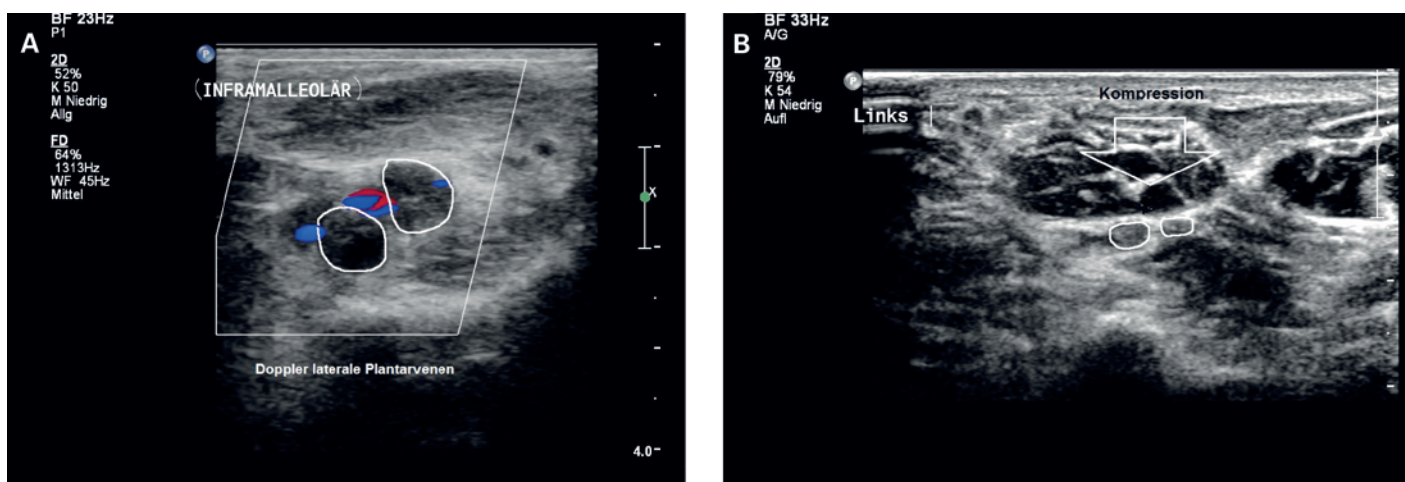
A) Echographie Doppler de la plante du pied en travers de la voûte plantaire. Les veines plantaires latérales thrombosées (entourées) sont œdémateuses et sans signal de flux. B) Echographie de compression de la plante du pied en travers de la voûte plantaire. Les veines thrombosées (entourées) ne peuvent pas être comprimées.
